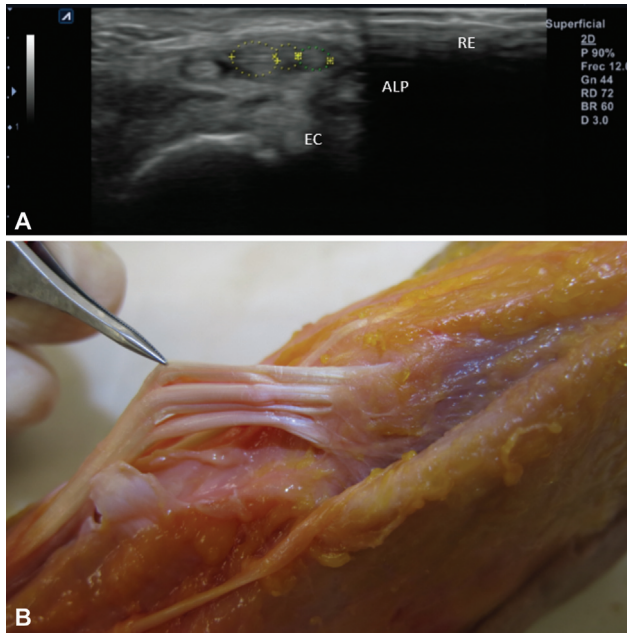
(A, B) Primer compartimento extensor. Sonda de ultrasonido axial, que muestra el retináculo extensor y los tendones del *extensor pollicis brevis* (EPB), del *abductor pollicis longus* (APL), y también tendones accesorios. Correlación entre ecografía y disección anatómica.
